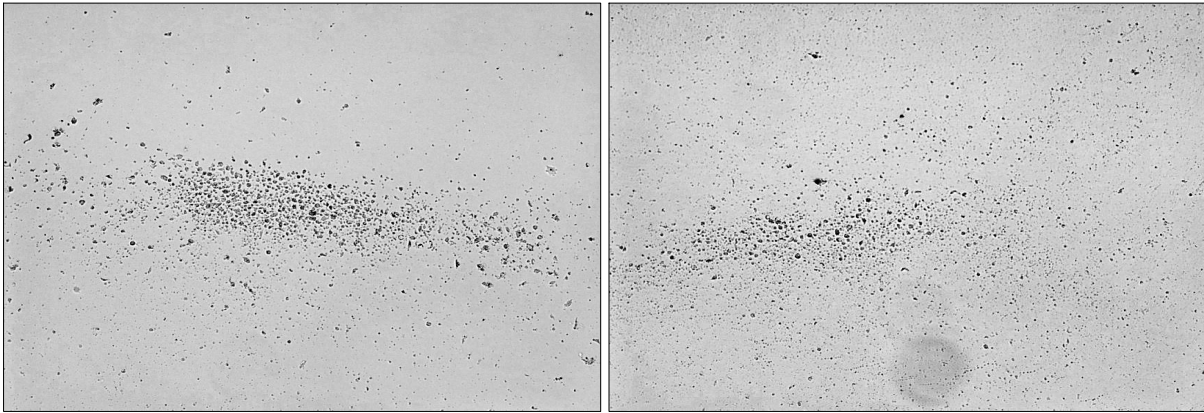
(Left) Bottoms of the 8 μm pore size MCE inserts culture plates. (Right) Bottoms of the 8 μm pore size PET inserts culture plates.
